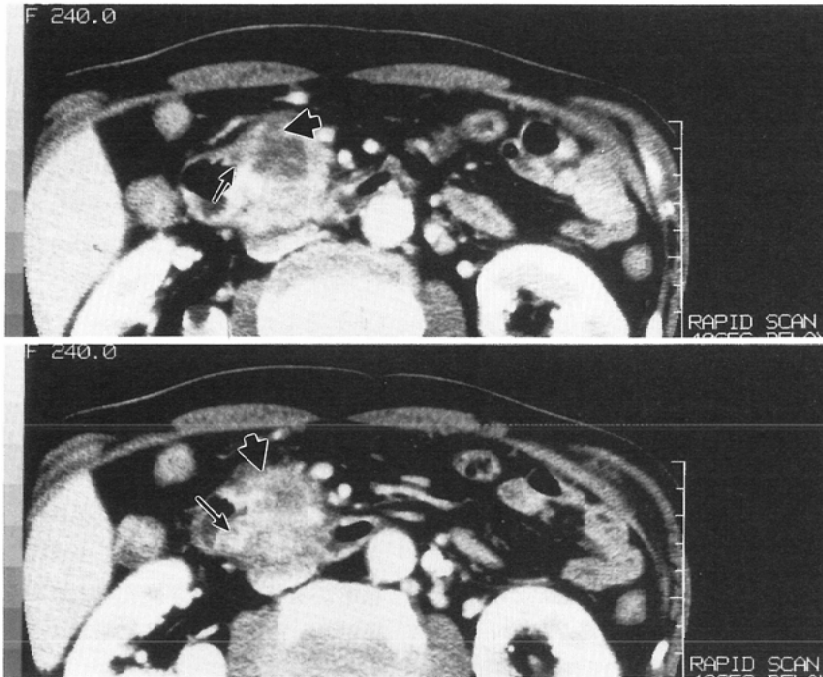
A case of carcinoma of the head of the pancreas. (Case 5); Irregular protrusions of low density area from the anterior boundary (→), and into the duodenal wall (→) are demonstrated. Serosal invasion and duodenal invasion are positive in CT, and the pathological findings.
